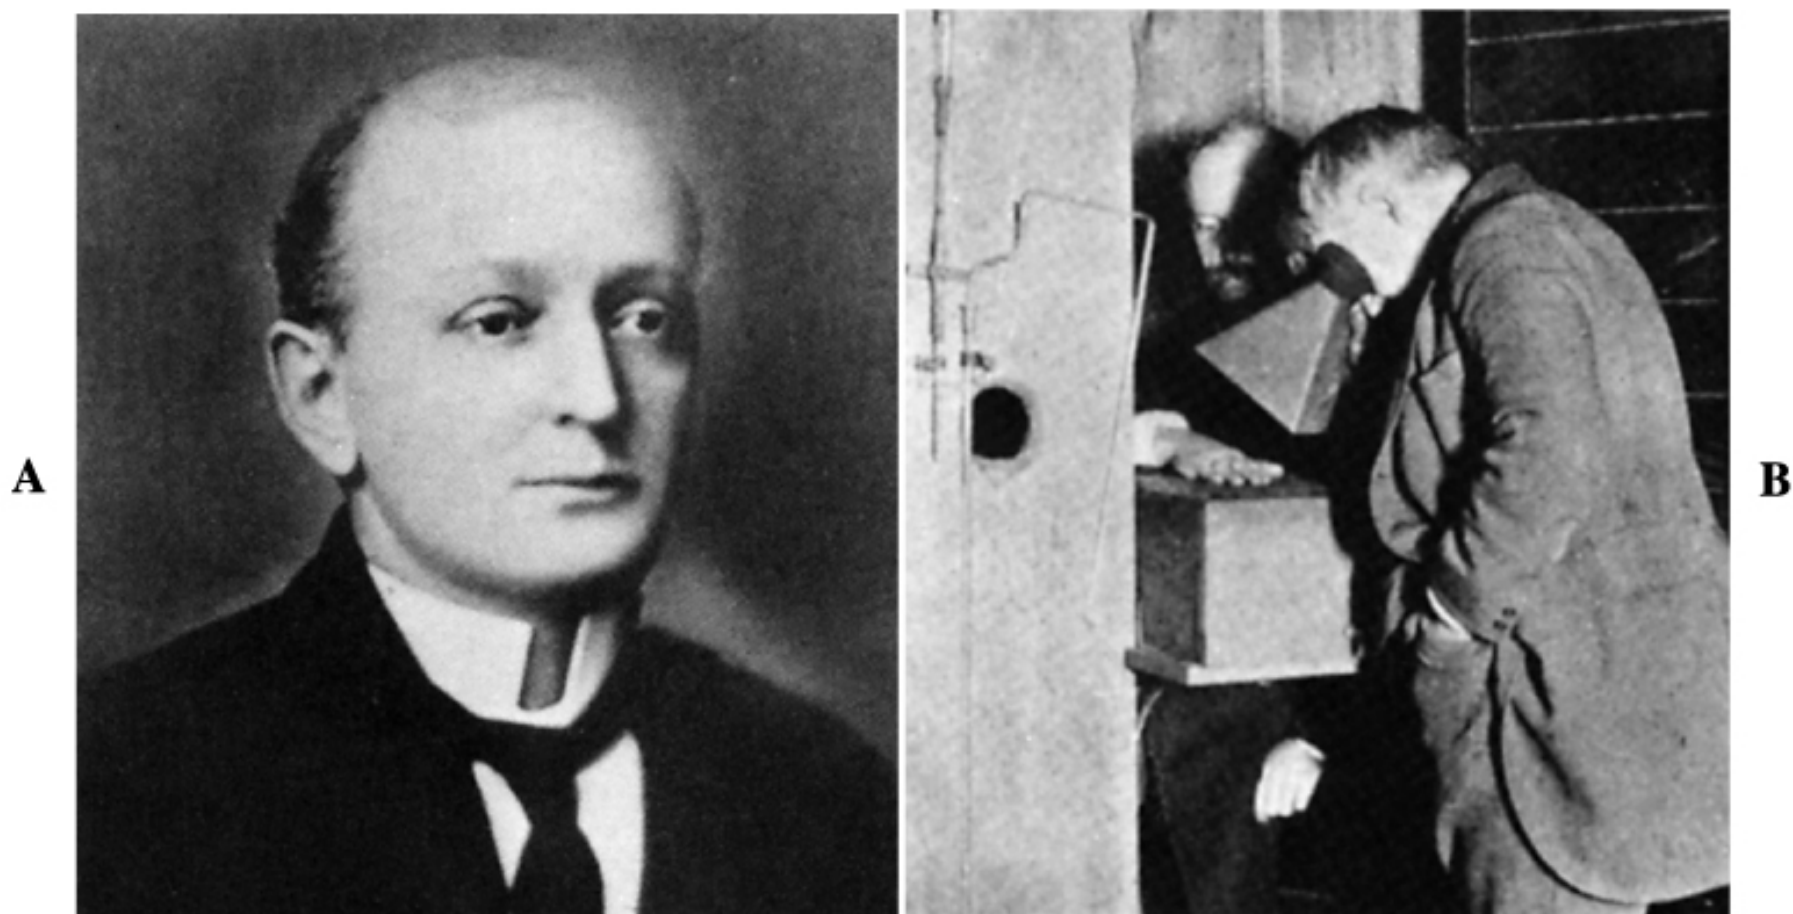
A, Clarence Madison Dally (1865-1904), the first American radiation fatality. B, Clarence Madison Dally, assistant to Thomas A. Edison, is seen holding his hand over a box containing an x-ray tube while Edison examines the hand through a fluoroscope that he invented.
